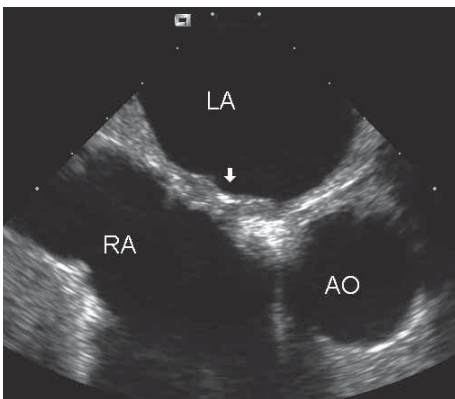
In der transösophagealen Echokardiographie zeigt das Biostar-Verschlusschirm-system (Pfeil) nach Implantation ein flaches Profil. RA = rechter Vorhof, LA = linker Vorhof, AO = Aortenwurzel (Nachdruck mit Genehmigung aus [24]).
